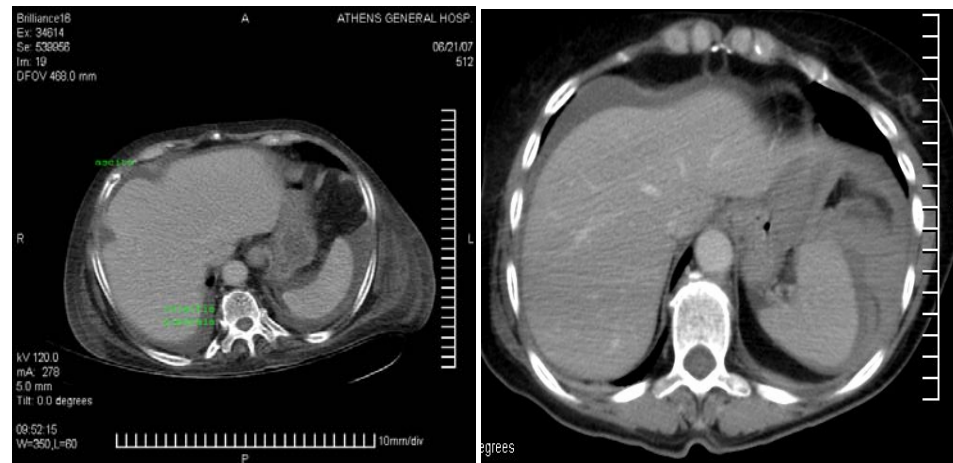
Ascita se extinde anterior și lateral de ficat, dar nu depășește aria nudă hepatică, în timp ce colecția pleurală se extinde și în spatele ficatului. Pe imaginea CT din dreapta se evidențiază doar colecție ascitică ce se întinde până la aria nudă hepatică.
